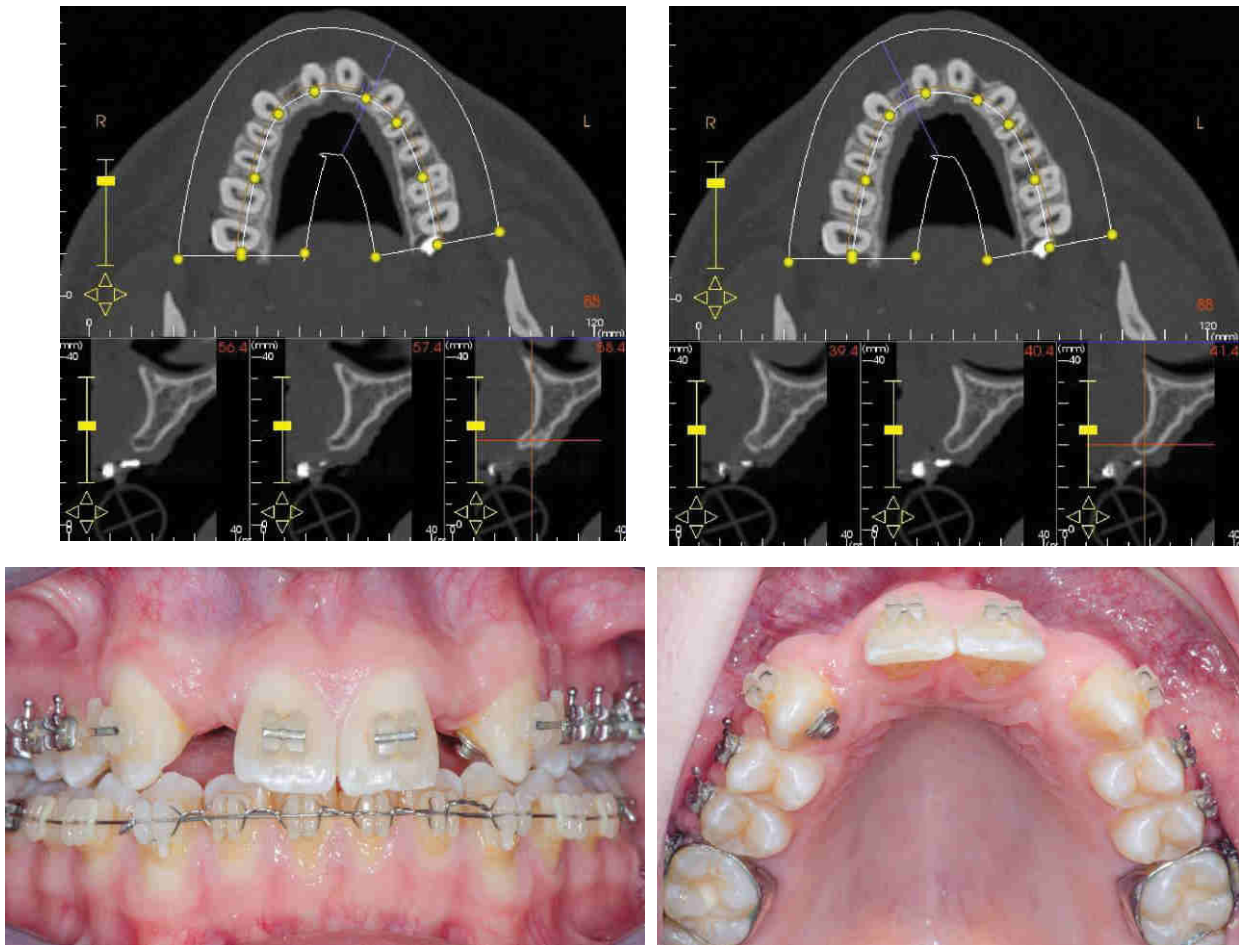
image du CBCT et photos intra-buccales d'un patient de 20ans atteint d'une agénésie des deux incisives latérales maxillaires. Mesure du volume osseux en vestibulo-palatin et en hauteur, en vue de la réalisation de deux blocs usinés en 3D.
